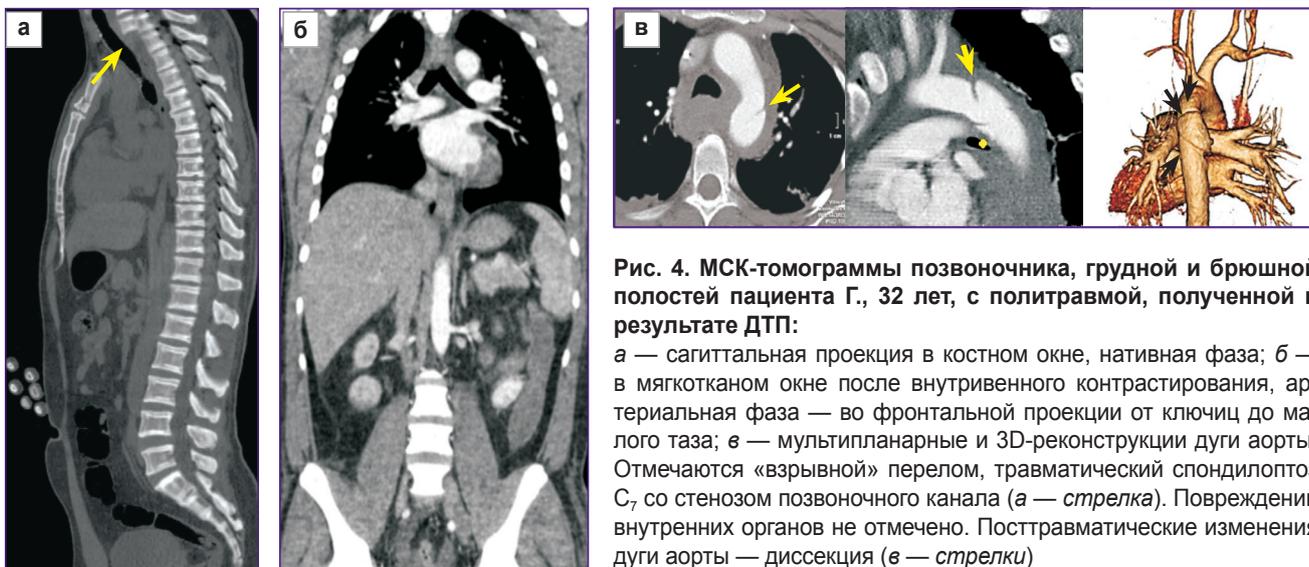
МСК-томограммы позвоночника, грудной и брюшной полостей пациента Г., 32 лет, с политравмой, полученной в результате ДТП:
